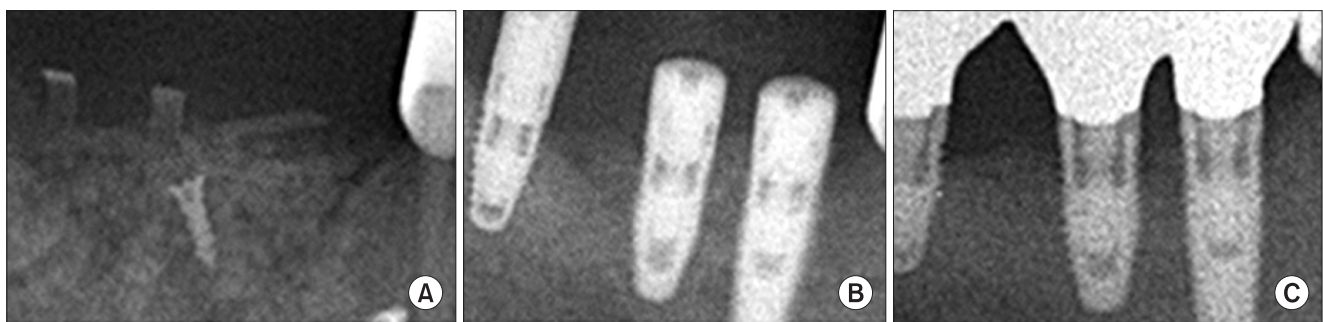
Delayed implant installation after guided bone regeneration technique with autogenous particulated bone. A. Immediate post-operative radiography after autogenous particulated bone graft. B. Immediate post-operative radiography after 7-month delayed implant installation. C. Follow-up radiography after implant functional loading.
